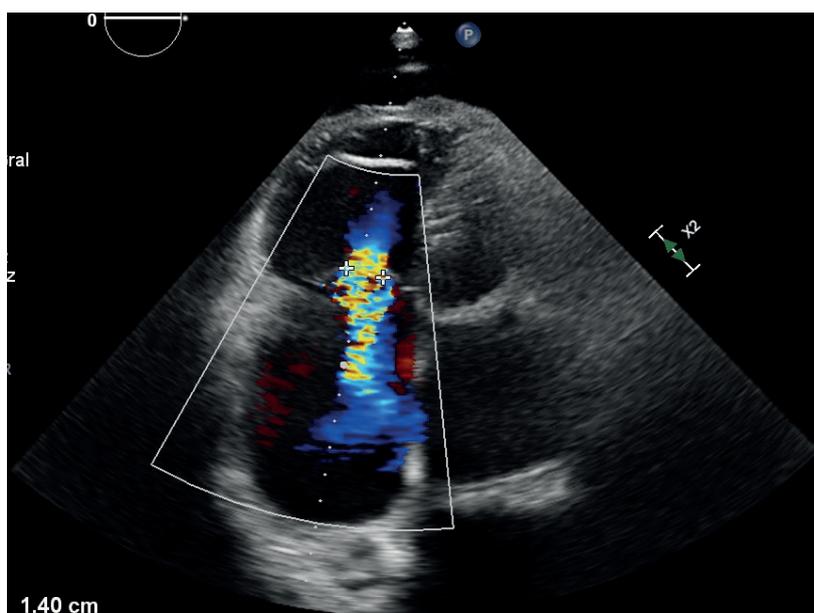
Ecocardiograma transtorácico. Plano apical 4 cámaras. Dilatación de cavidades derechas. Insuficiencia tricuspídea severa con diámetro vena contracta 14 mm.
